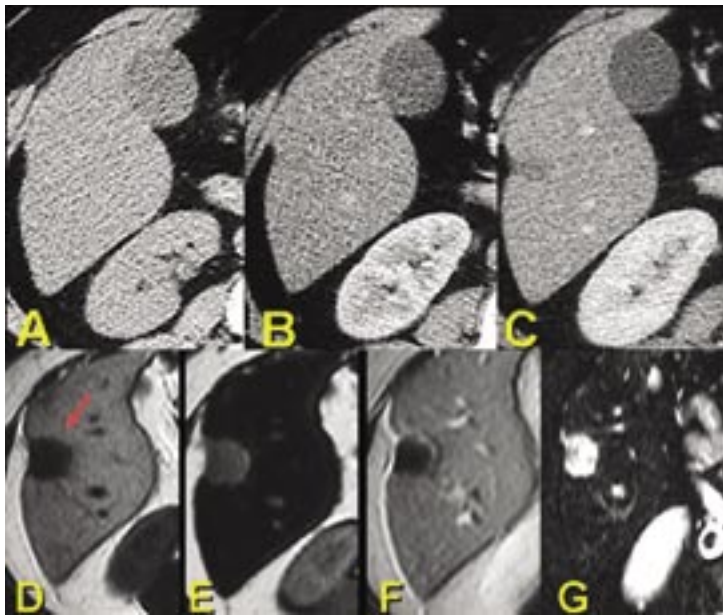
TC x RM na avaliação de lesão focal em fígado com esteatose. A tomografia computadorizada é limitada na identificação e caracterização da lesão focal no fígado com infiltração gordurosa. Para a identificação de uma lesão focal pela TC, é necessário uma diferença de 10 ou mais unidades Hounsfield entre a lesão e o fígado circunjacente. Como na esteatose há redução da densidade hepática e a maioria das lesões focais no fígado são hipodensas esta diferença, não raro, não é atingida. O exemplo demonstra um paciente com esteatose hepática e metástase no fígado por neoplasia maligna do cólon. A. No estudo por TC sem contraste o fígado é hipodenso e a lesão focal é de difícil detecção, identificando-se apenas pequena retração inespecífica do contorno hepático. B. Na fase arterial da TC há dificuldade de identificação da lesão continua. C. Na fase portal da TC observa-se discreto foco hipodenso e pouco específico. D. O estudo por ressonância magnética (RM) no mesmo paciente, 10 dias após a realização da TC, exibe com facilidade a lesão focal no lobo direito hepático (seta) na ponderação T1 em fase, demonstrando que o método pouco altera sua sensibilidade diagnóstica de lesão focal em esteatose. E. Na ponderação T1 fora de fase há queda do sinal do fígado, caracterizando a esteatose e mais uma vez se destaca a lesão focal. F. No estudo após contraste paramagnético durante a fase portal há impregnação periférica em halo bastante sugestiva de implante, demonstrando também que a RM mantém a especificidade diagnóstica nestas situações. G. Além destes recursos, temos a ponderação T2 com supressão de gordura como outra opção pela RM para identificação da lesão focal em esteatose hepática.
